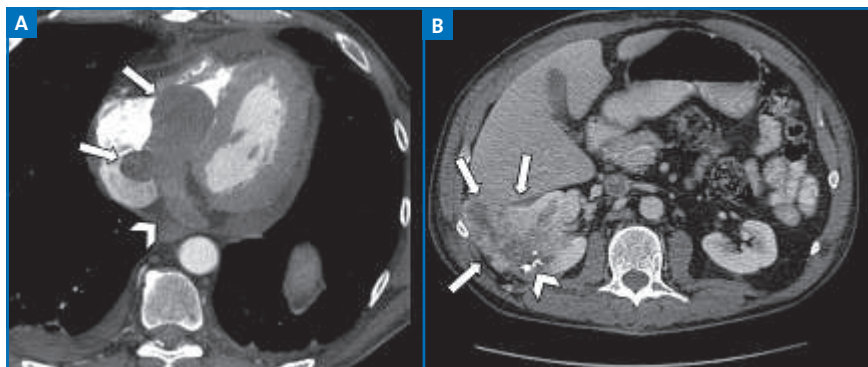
Découverte échographique d'une masse intracardiaque mobile dans le ventricule droit chez un patient dyspnéique avec altération de l'état général. Le scanner cardiaque (A) met en évidence une lésion tissulaire en battant de cloche implantée dans le sinus coronaire (tête de flèche), s'étendant dans le ventricule droit et l'oreillette droite (flèches). Des lésions nodulaires d'allure secondaire (non visibles sur la coupe présentée) sont détectées dans les poumons. Une exploration abdominopelvienne effectuée dans le même temps d'examen retrouve une tumeur rénale droite sans envahissement de la veine rénale (B). La lésion cardiaque a été interprétée comme une métastase hémotogène intracardiaque implantée dans le sinus coronaire, provenant de la tumeur rénale.
